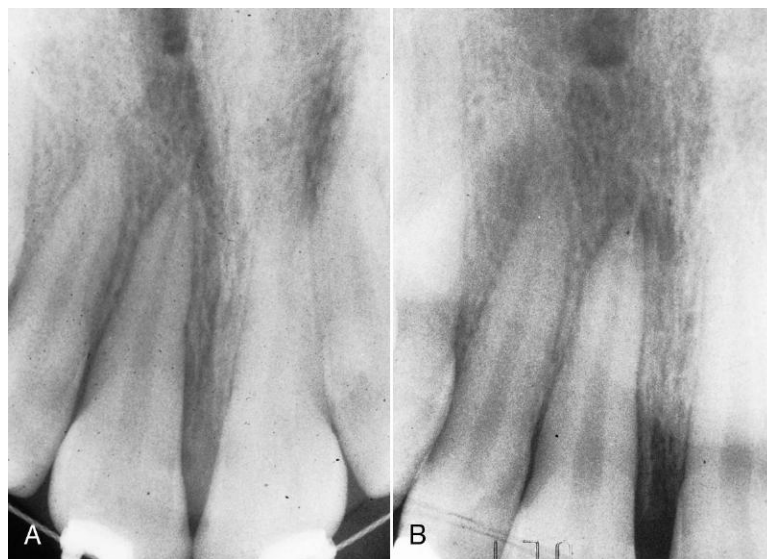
Para poder diagnosticar adecuadamente un traumatismo dental previo se necesitan varias radiografías colocadas verticalmente. A. En esta radiografía no se observa ninguna patología periapical 2 semanas después del traumatismo sufrido por los incisivos centrales, pero en esta otra (B) obtenida simultáneamente desde una perspectiva vertical diferente se aprecia una radiotransparencia periapical en el ápice del incisivo central derecho superior.
